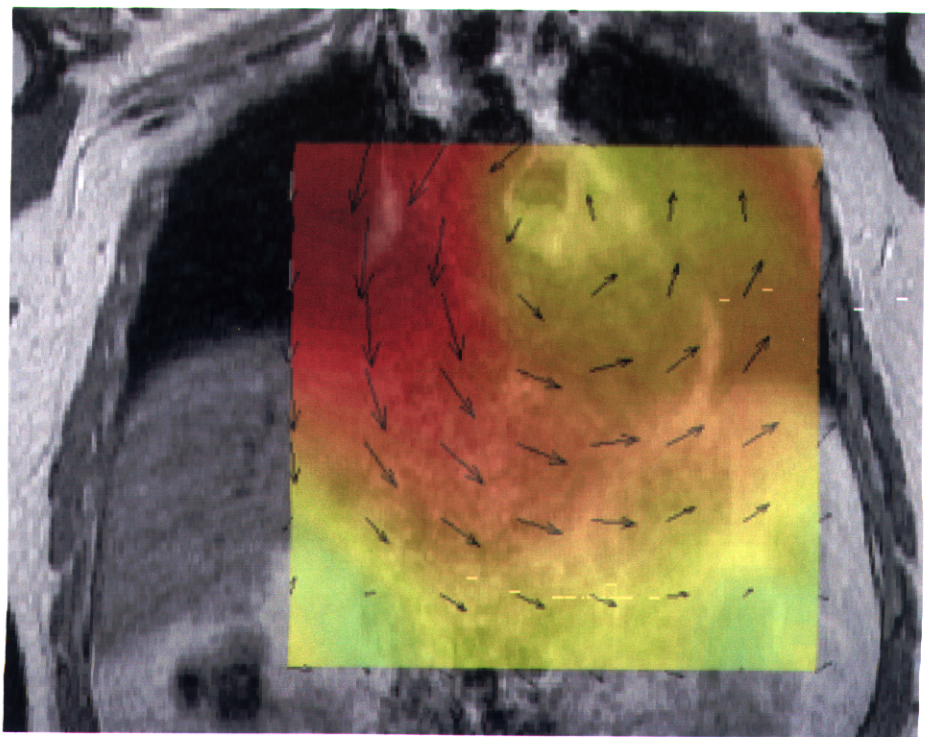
P波の時間帯(P波の開始から80msec後)の前胸部ベクトルアローマップとMRI冠状断断層像との重ね合わせ
